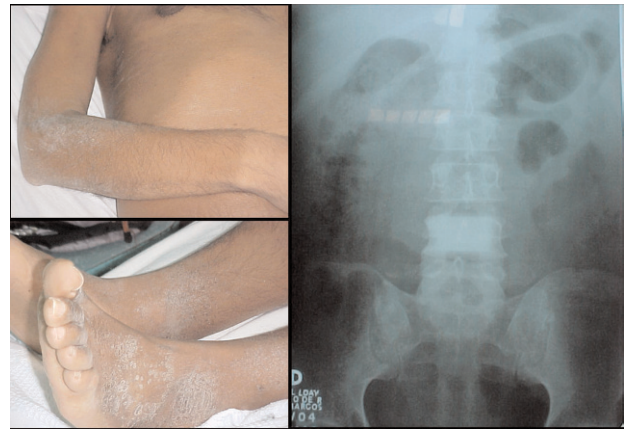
Se muestra los cambios dérmicos en codos y pies. En la radiografía de columna se observa lesión osteosclerótica de L4.
